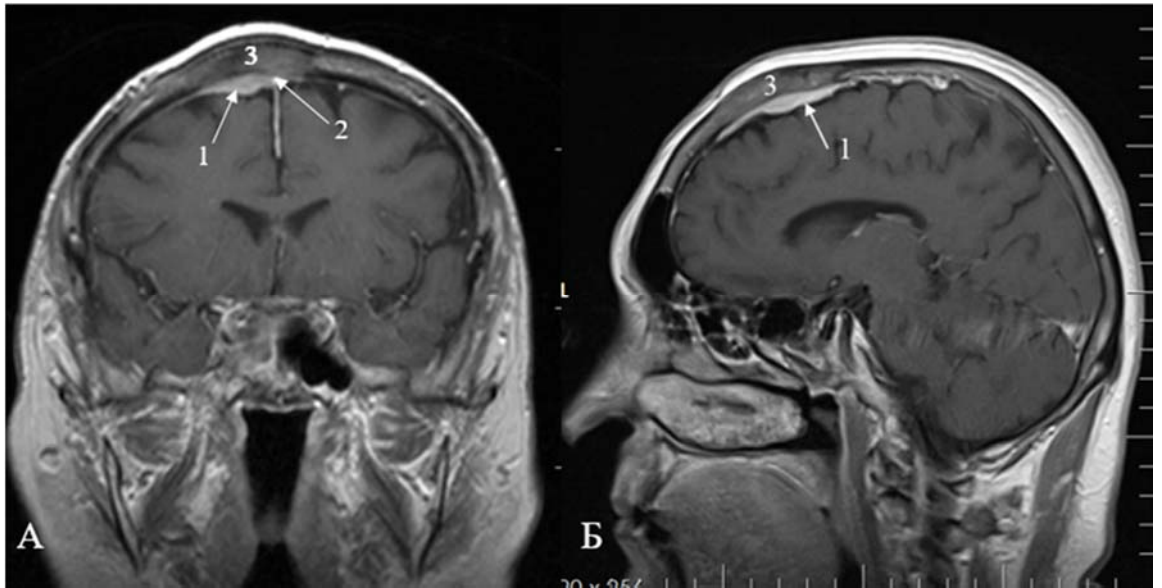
МРТ головного мозга (Т1-взвешенное изображение с контрастированием). А (коронарный срез), Б (сагиттальный срез); 1 – участок накопления контрастного вещества (интракраниальная часть опухоли), 2 – проекция ВСС, 3 – гиперостоз
